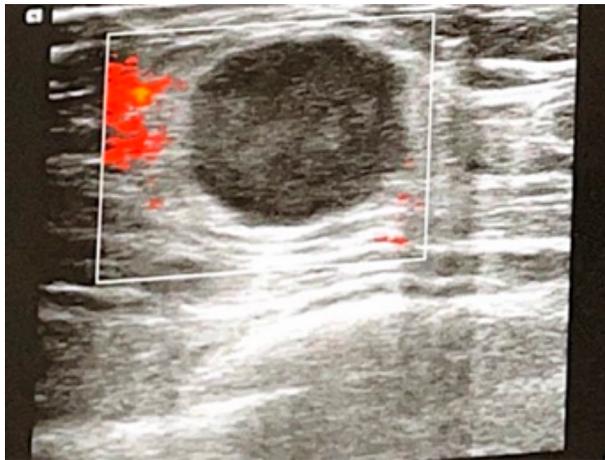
Ultrassonografia da mama direita (setembro/2023)
